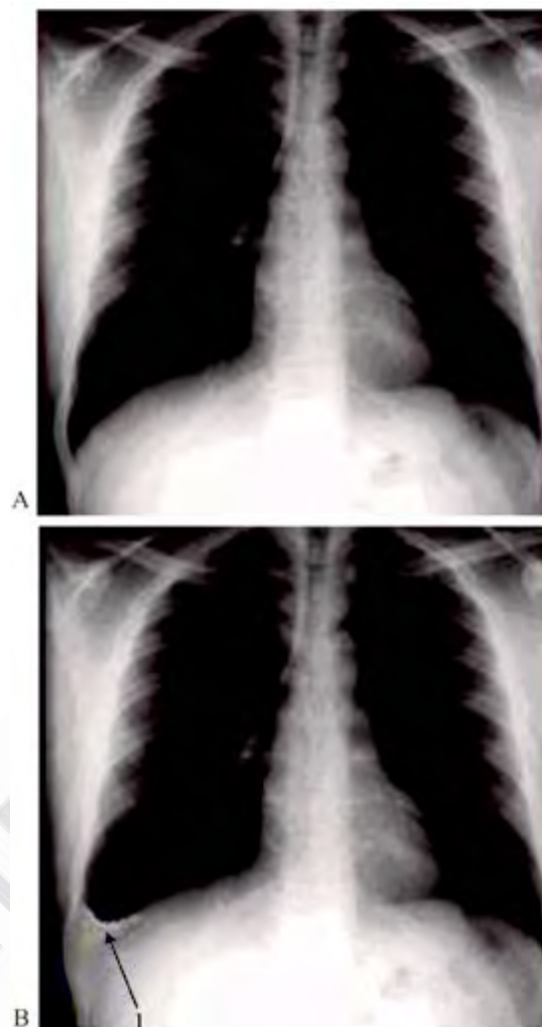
Radiografía antero posterior del tórax. A: normal. B: patológica. 1. Se observa el borramiento del receso costodiafragmático derecho (derrame).
